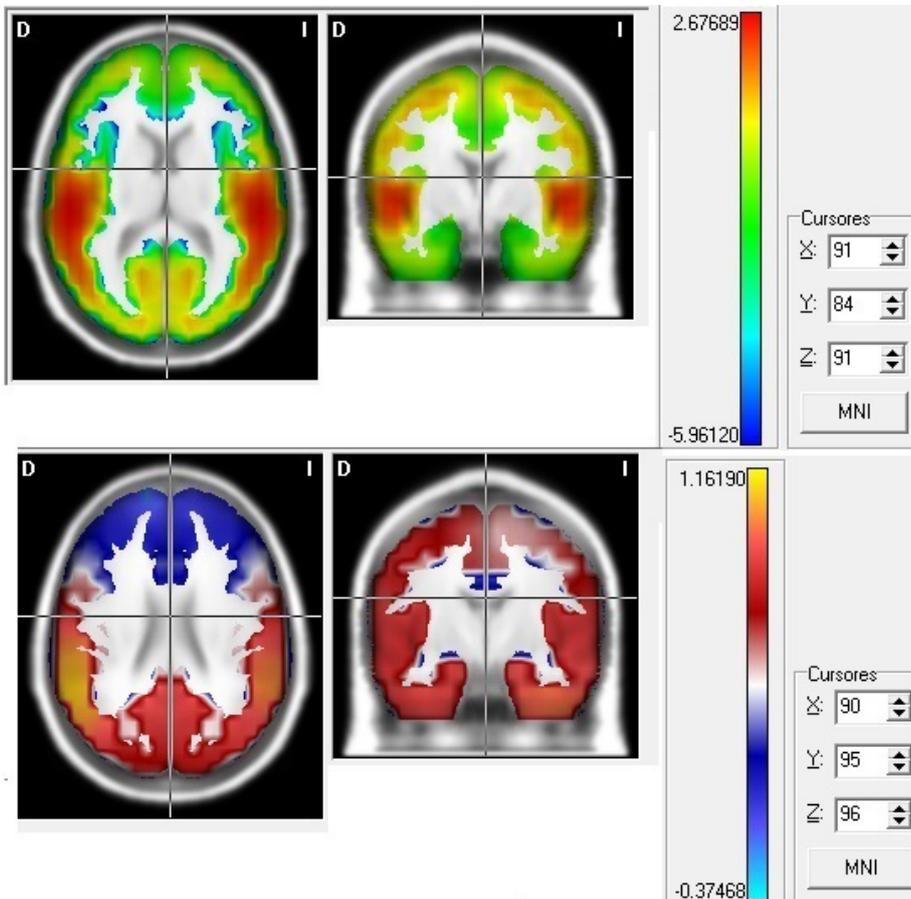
Tomografía eléctrica cerebral.
